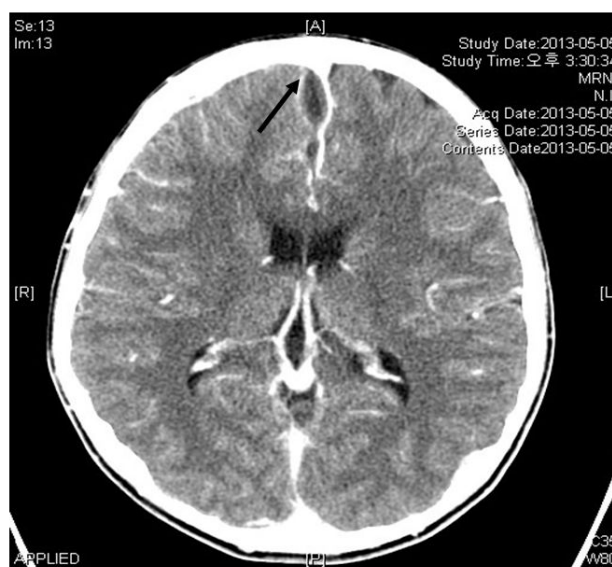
Axial contrast-enhanced brain CT scan demonstrating small amount of subdural fluid with meningeal enhancement along the anterior falx and right frontal convexity (arrow).
